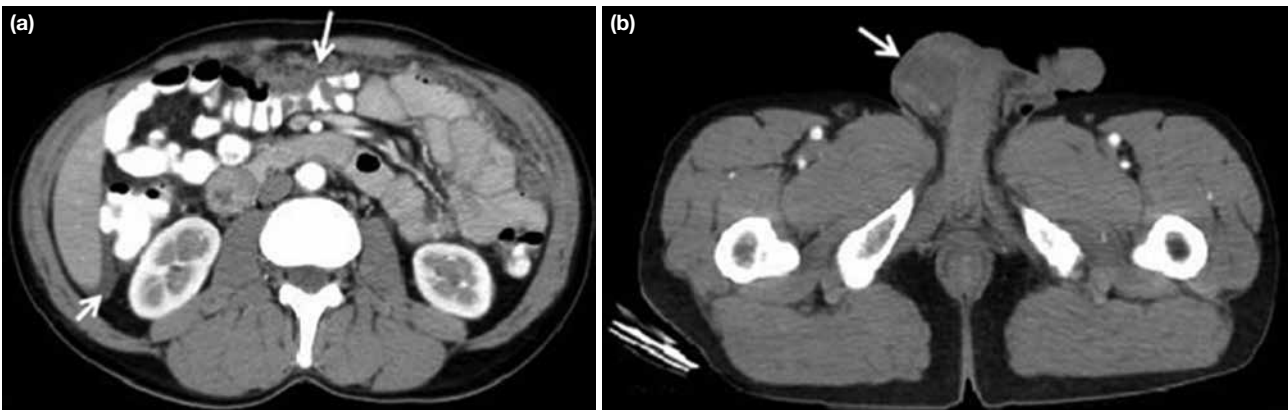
a, b. 51-year-old male with right tunica vaginalis metastasis from gastric cancer. Axial contrast-enhanced CT scan showed peritoneal thickening, omental cake appearance and subhepatic fluid (a, arrow). Heterogeneous enhancement and irregular thickening of the right tunica vaginalis is seen on the lower sections (b, arrow).
